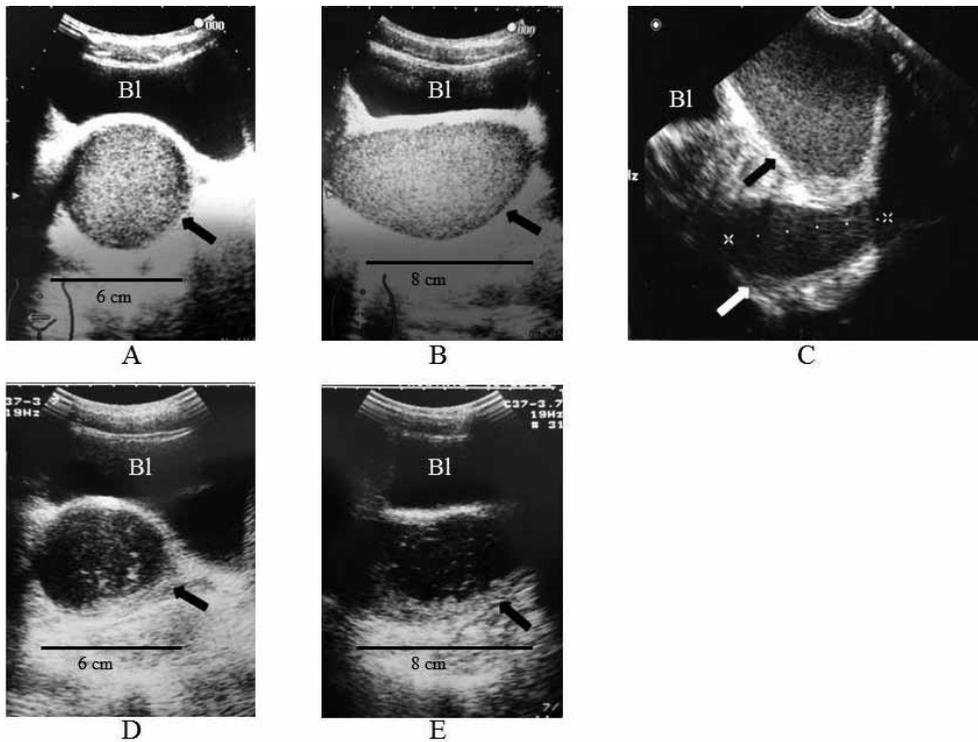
Transabdominal ultrasonography : transverse section (A) and sagittal section (B) before the aspiration biopsy of the paravaginal cyst. Transrectal ultrasonography (C). Transabdominal ultrasonography : transverse section (D) and sagittal section (E) after the aspiration biopsy of the paravaginal cyst. The black arrow shows the pelvic cyst. The white arrow shows the uterus. Bl : bladder
